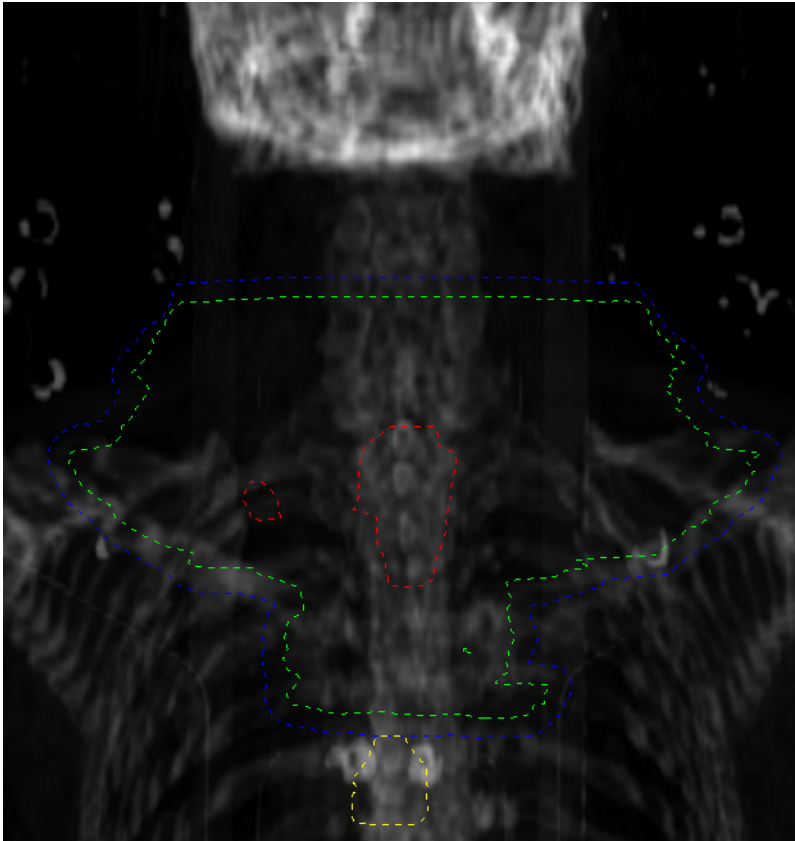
Koronare Rekonstruktion der Planungs-CT mit eingezeichnetem nodalem Rezidiv eines weiteren Patienten mit nodalem Feldrand-Rezidiv als Erstereignis in der Nachsorge bei endoluminaler und systemischer Kontrolle. Rot: GTV. Grün: CTV. Blau: PTV. Gelb: Nodales Rezidiv.
